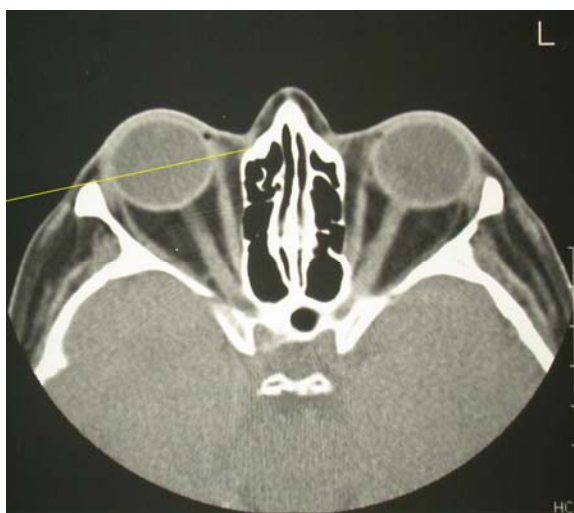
Tomografia computadorizada de órbita (corte axial) para determinação das áreas do tecido adiposo
